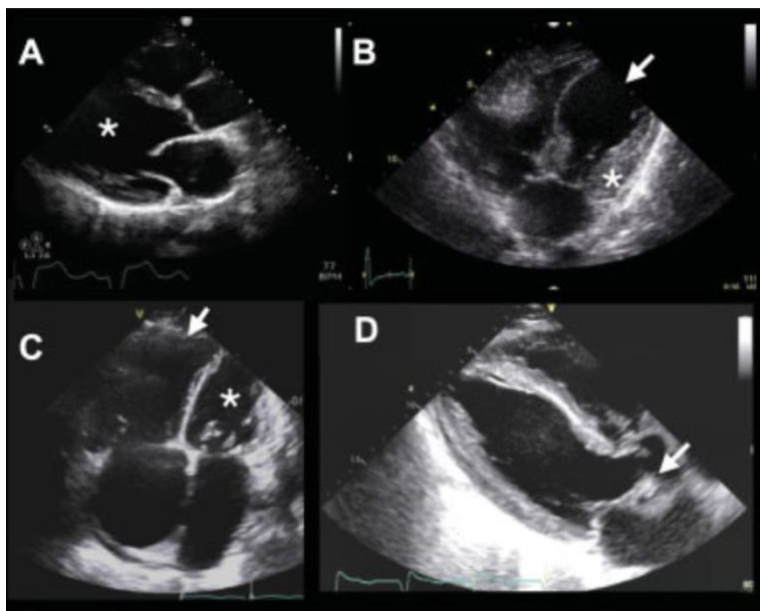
Patologia ecocardiografica cardiaca e shock. (A) Ventricolo sinistro dilatato (*) con ridotta funzione sistolica ventricolare, secondaria a cardiomiopatia cronica o cardiomiopatia indotta da sepsi. (B) Cardiomiopatia di Takotsubo con "ballooning" apicale (freccia) e ipercinesia compensatoria dei segmenti basali (*). (C) Grave dilatazione del ventricolo destro e dell'atrio destro (freccia), compatibile con severa disfunzione del ventricolo destro. Si noti come il ventricolo sinistro risulti compresso e di piccole dimensioni (*). (D) Valvola aortica ispessita e patologica (freccia), suggestiva di endocardite. Fonte: Sweeney, Daniel A., and Brandon M. Wiley. "Integrated multiorgan bedside ultrasound for the diagnosis and management of sepsis and septic shock." *Seminars in Respiratory and Critical Care Medicine*. Vol. 42. No. 05. Thieme Medical Publishers, Inc., 2021.
